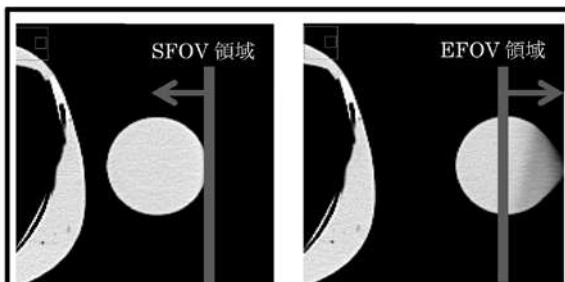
EFOV 領域はCT 値低下や歪みが生じる。
